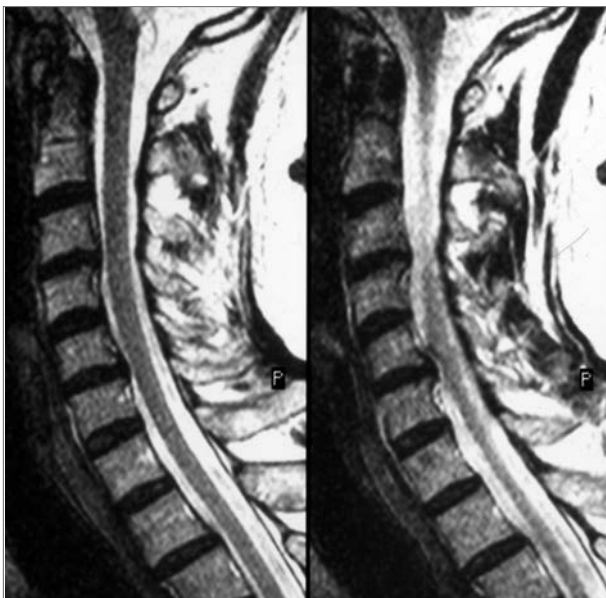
МРТ, сагітальні зрізи. Кила диска C_5-C_6
